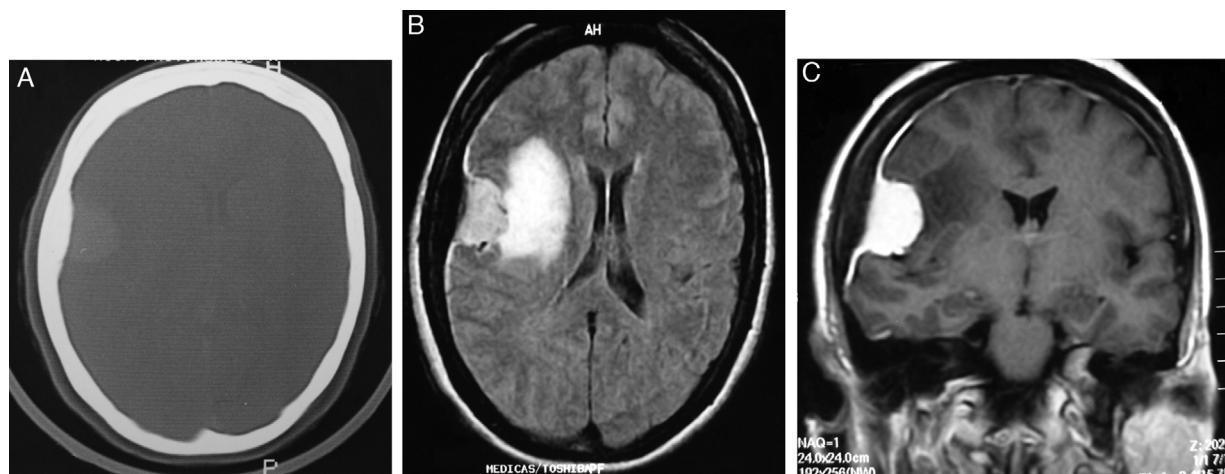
A) TC con ventana ósea: lesión nodular con realce y engrosamiento óseo adyacente. B) RM axial Flair: lesión extraaxial hiperintensa con signos de edema vasogénico, efecto de masa sobre el ventrículo, engrosamiento dural e hiperostosis. C) RM coronal T1 con gadolinio: realce intenso y homogéneo con cola dural. Dx: meningioma e hiperostosis con afección fronto-insular.
